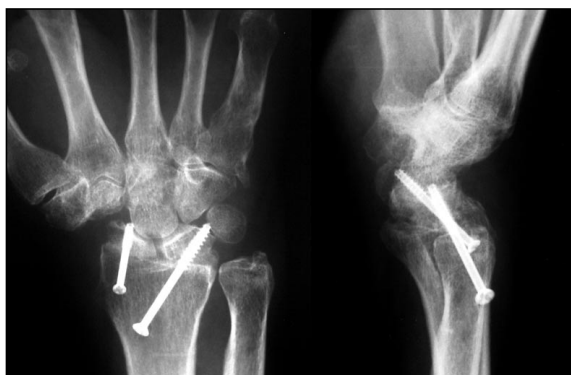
Radiografías anteroposterior y lateral del paciente reintervenido por excesiva longitud del tornillo.
